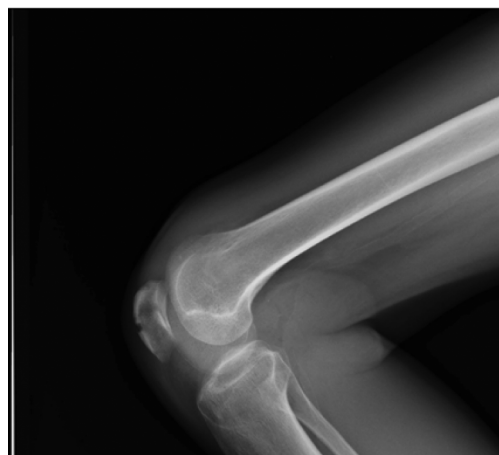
Рентген коленного сустава. В боковой проекции перелом правого надколенника в его нижней поверхности с отсутствием смещения
